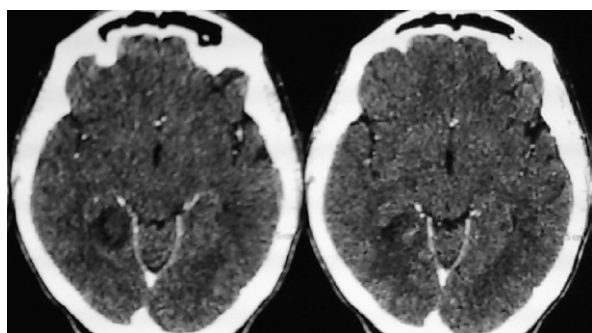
Компьютерная томография с внутривенным усилением.
